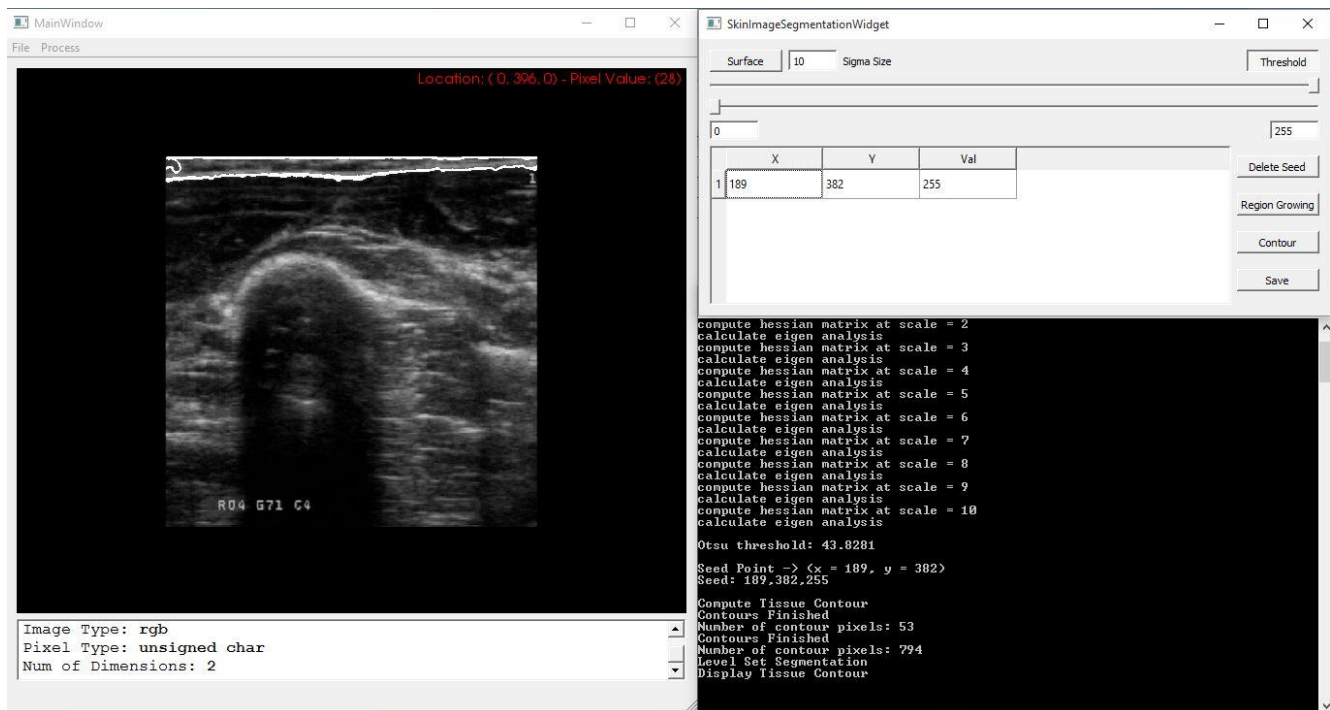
Software de segmentación de piel en imágenes de ultrasonido
